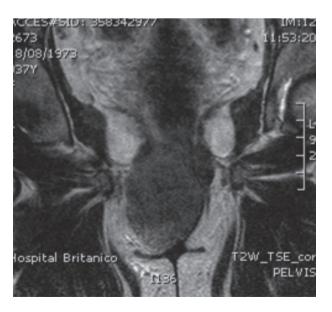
Resonancia magnética de pelvis.
